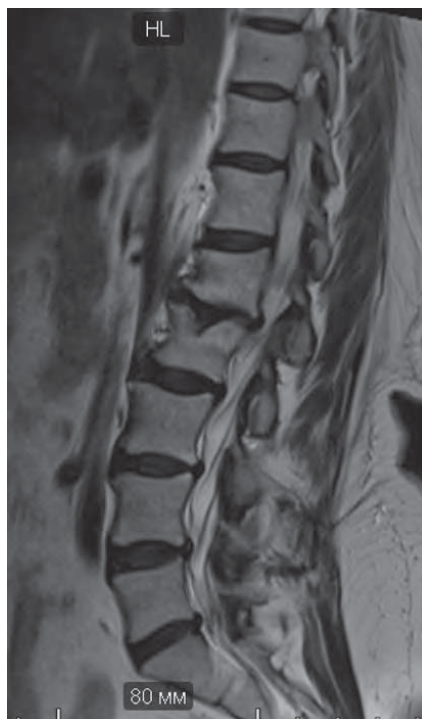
МРТ-снимок пациента с множественным поражением позвоночника, компрессионный перелом L1 и L2 позвонков, в теле L2 позвонка также отмечается грыжа Шморля
